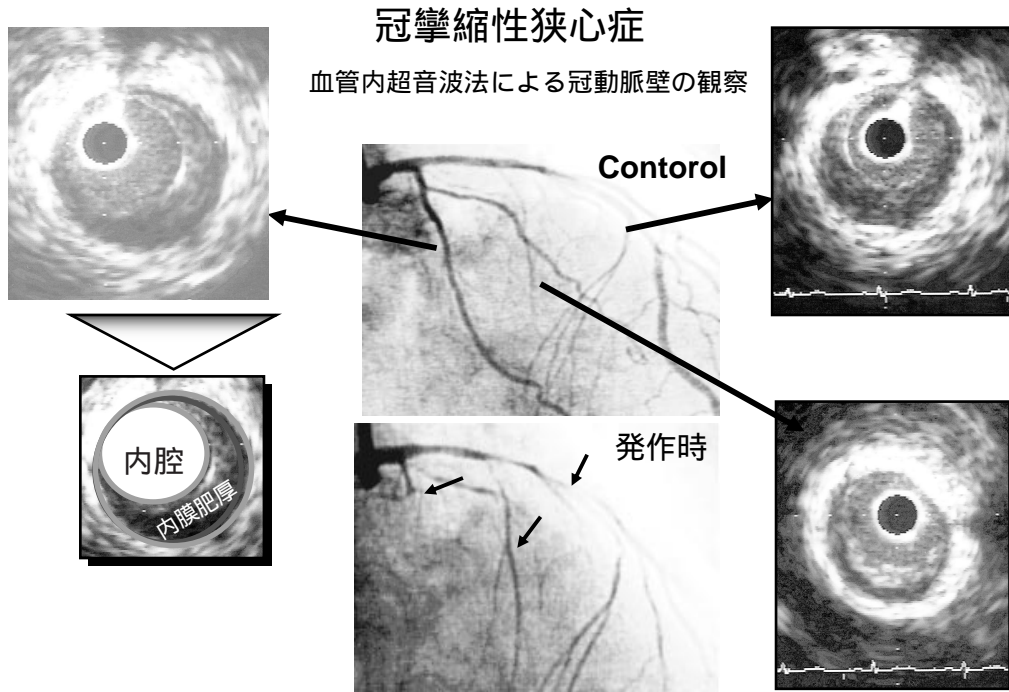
冠攣縮例の血管内超音波法による冠動脈壁の観察
